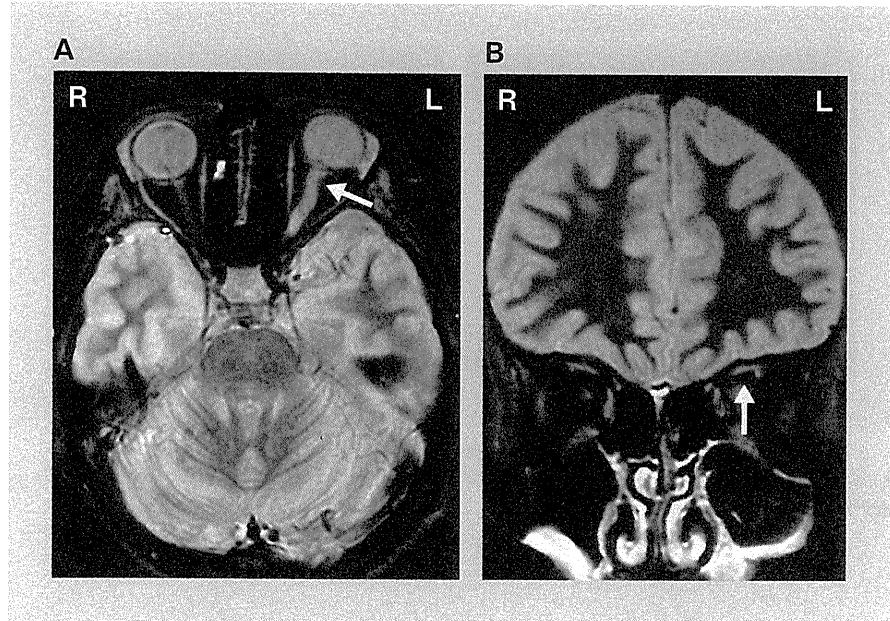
症例：21歳女性、初診時のMRI(STIR法)
